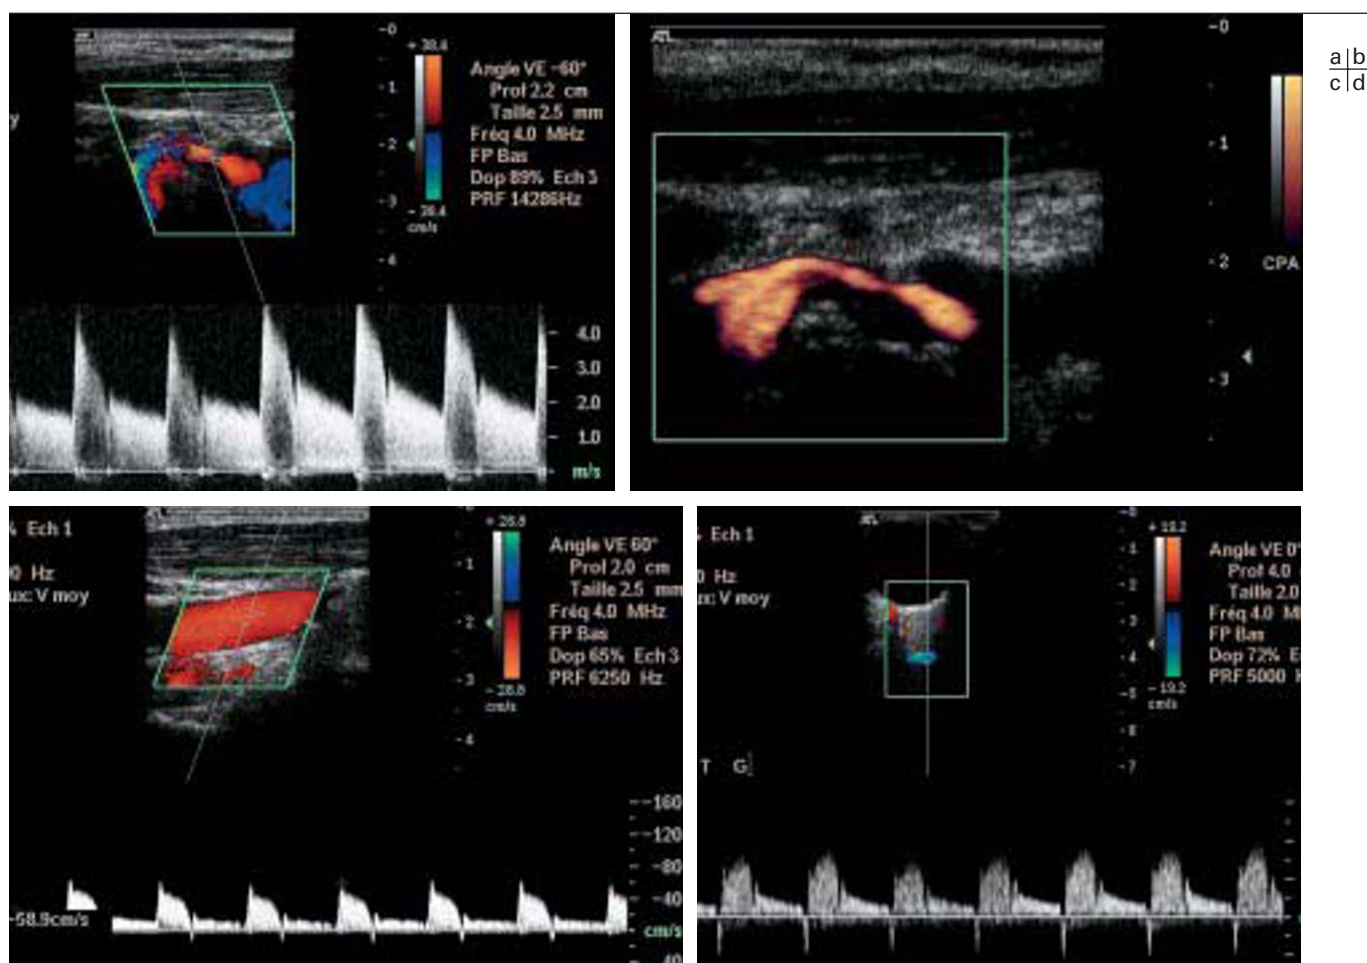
Examen en échographie-Doppler d'une sténose supérieure à 70 % en diamètre NASCET de la carotide interne gauche.
